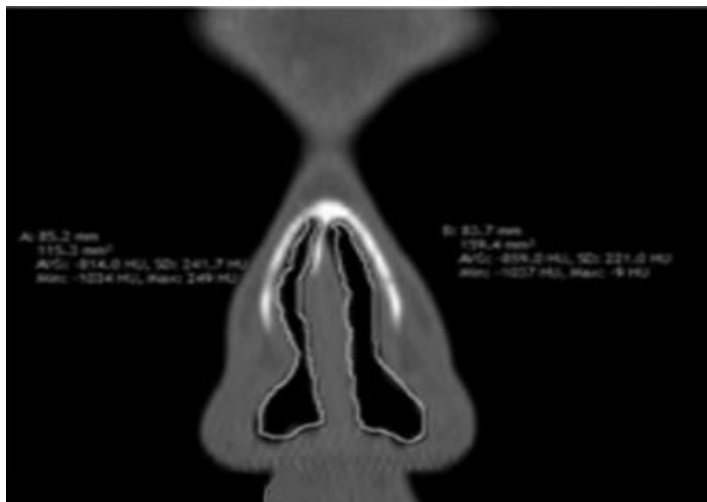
Коронарный срез компьютерной томографии носа [78]. Область внутреннего носового клапана очерчена белой линией.
